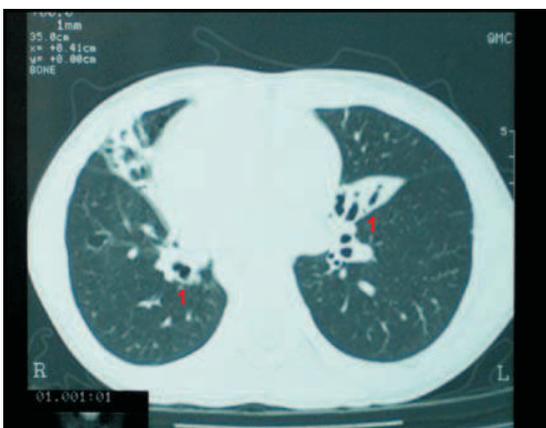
TAC de Tórax. Obsérvese las Bronquiectasias (1).
